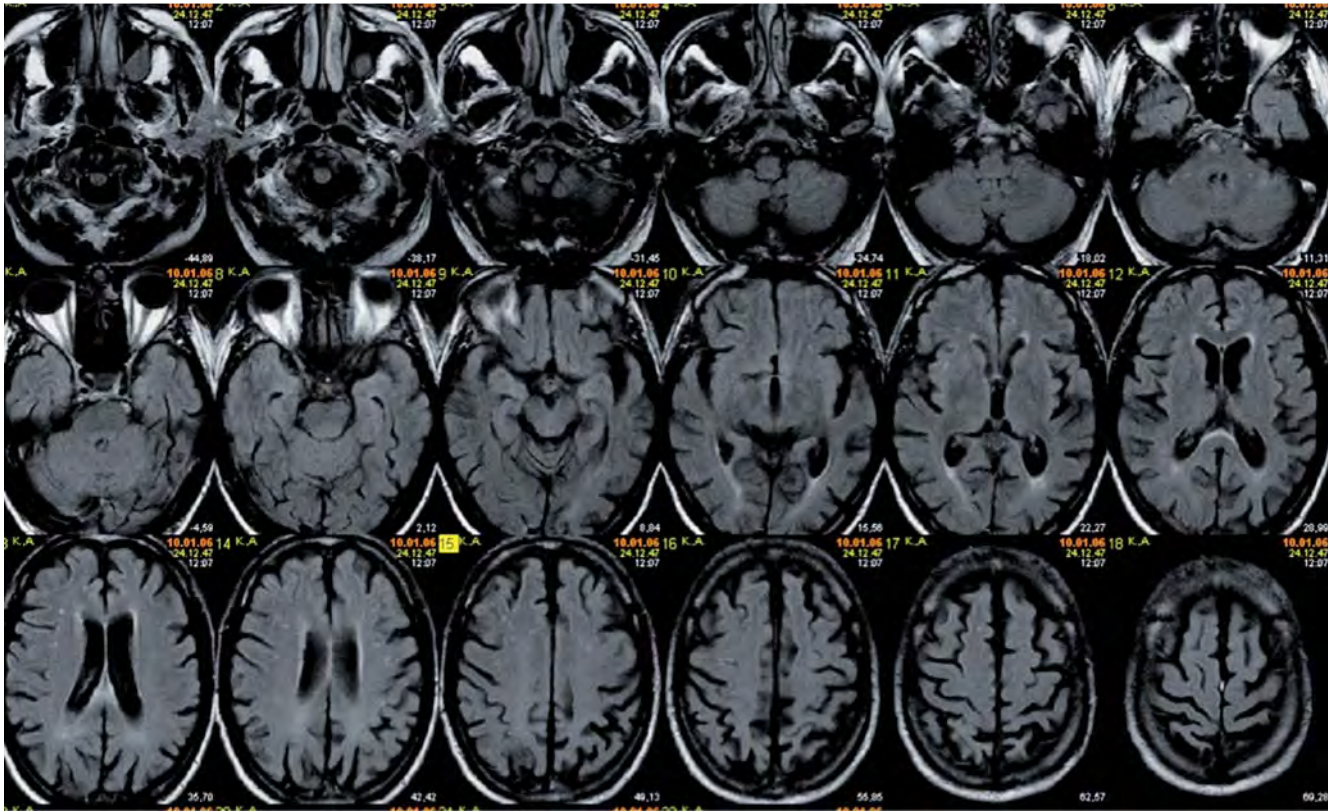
Axiale FLAIR-Aufnahmen eines 61-jährigen Patienten mit unklarer Demenz bei vorwiegend visuokonstruktiven Störungen seit einigen Jahren. Klinik und Liquor mit einer Erhöhung des Tau-Proteins und einer Erniedrigung des Amyloid- β -Proteins sowie die betonte Hirnatrophie in den posterioren Hirnabschnitten passen zu einer Alzheimer-Variante, der sog. posterioren kortikalen Atrophie.
